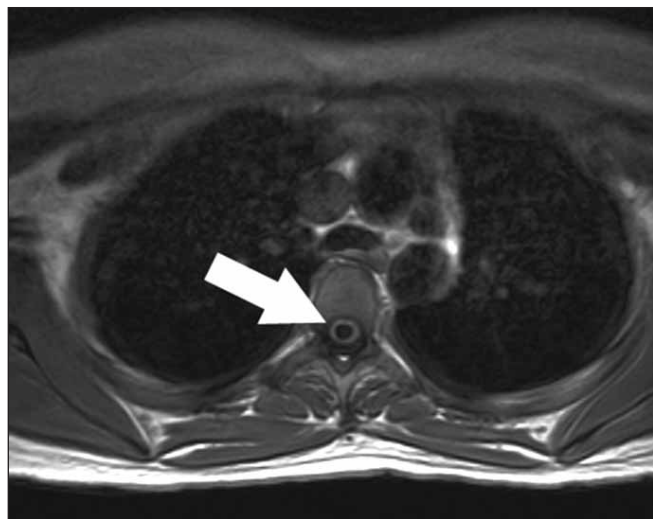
Resonancia nuclear magnética secuencia T1. Corte axial a nivel de T4. La flecha indica cavidad siringomiélica.
